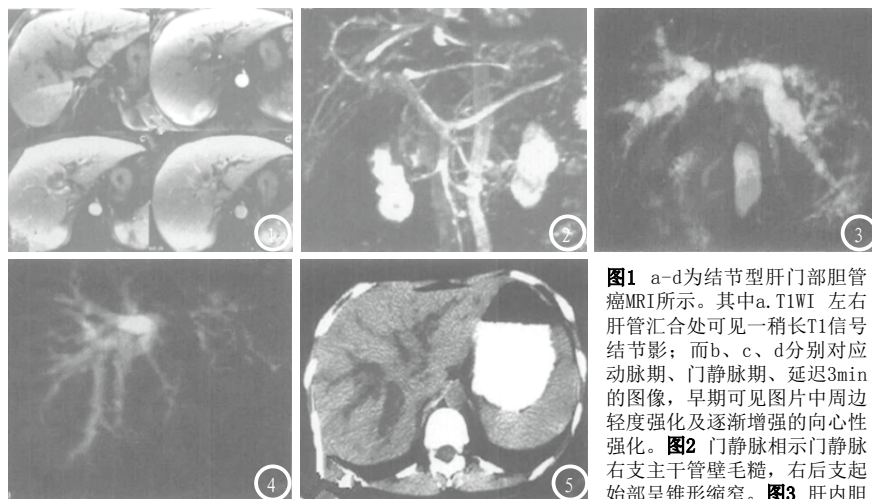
a-d为结节型肝门部胆管癌MRI所示。其中a. T1WI 左右肝管汇合处可见一稍长T1信号结节影；而b、c、d分别对应动脉期、门静脉期、延迟3min的图像，早期可见图片中周边轻度强化及逐渐增强的向心性强化。图2 门静脉相示门静脉右支主干壁毛糙，右后支起始部呈锥形缩窄。图3 肝内胆管呈软藤状扩张，左右肝管狭窄、肝总管呈锥形缩窄，胆总管上段未显示。图4 左右肝管不汇合的分离型扩张，肝内胆管呈显著软藤状扩张，以右肝管最为显著，其中左肝管、肝总管、胆总管上段未显示。图5 CT显示左右肝管汇合处可见一节结状的稍低密度影。
